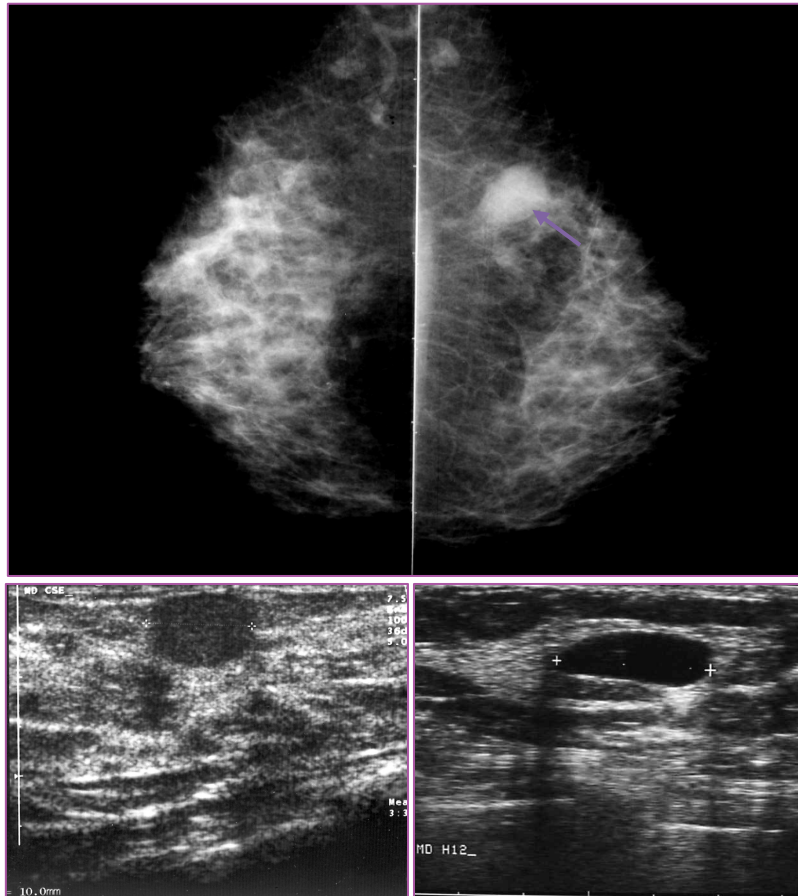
Mx: IMAGEN NODULAR Densa EN MAMA IZQUIERDA, DE BORDES NETOS. LA ECOGRAFÍA DETERMINA SU ORIGEN SÓLIDO: HIPOECOICO ( IZQ.) O QUÍSTICO: ANECOICO (DER.)
